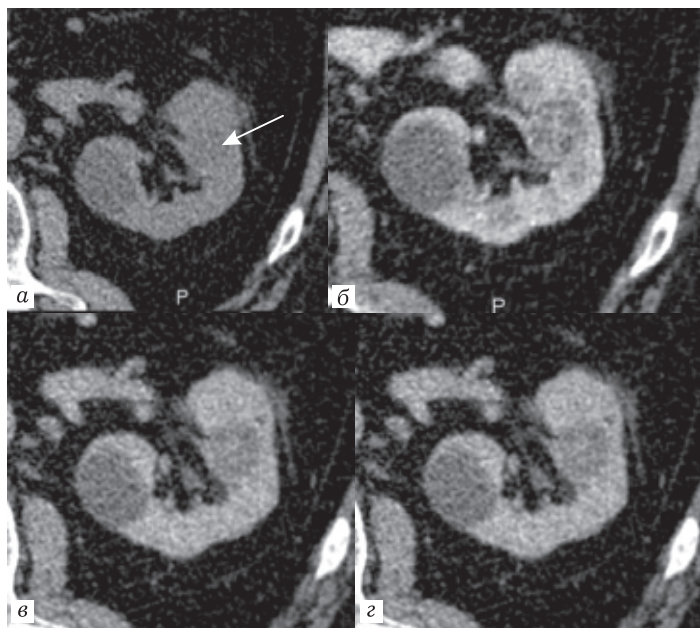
КТ (фрагмент изображения — левая почка) преконтрастное изображение (а), а также в артериальную (б), нефрографическую (в) и экскреторную (г) фазы контрастирования. Киста Bosniak III (стрелка). В кисте определяются перегородки, активно накапливающие контрастное вещество, преимущественно в артериальную фазу
